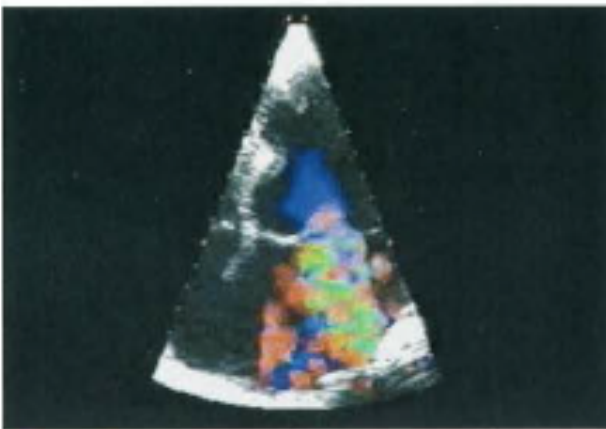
Izquierda: Doppler color en plano apical 4 cámaras que muestra un flujo turbulento en AI. Derecha: flujo sistólico anormal, de IM, registrado con Doppler continuo.
